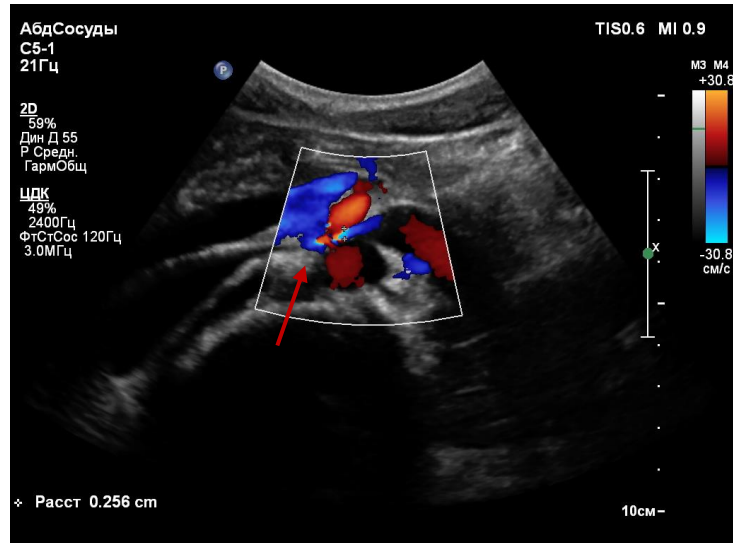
Эхограмма трансабдоминального УЗИ. В-режим+ЦДК
